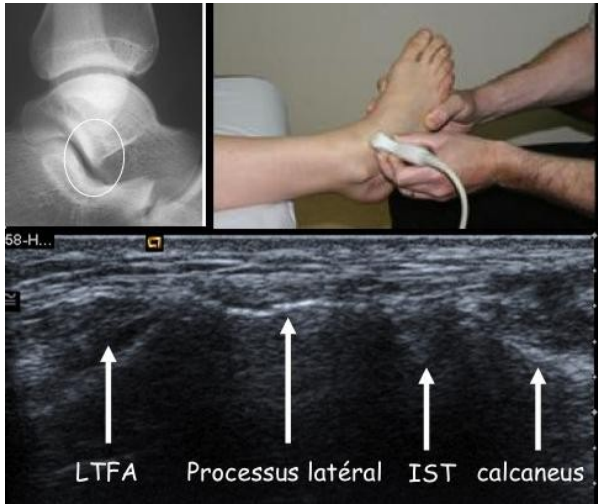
processus latéral du talus, aspect radiographique normal sur un cliché de profil, aspect échographique sur une coupe frontale pré-malléolaire latérale. La corticale est hyper-échogène, régulière et interrompt le faisceau ultra-sonore. Le ligament talo-fibulaire antérieur (LTFA) et l'interligne subtalaire (IST) sont visibles
